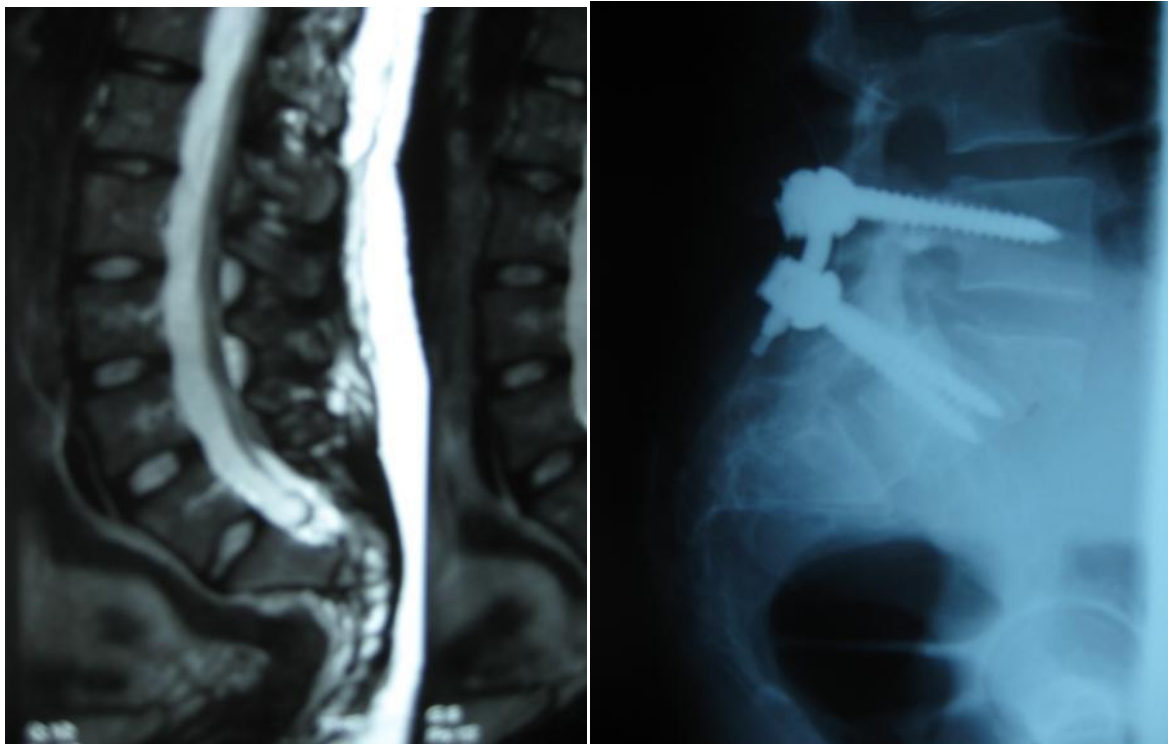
cas de la patiente vue au stade de cal vicieux : IRM pré opératoire montrant la déformation résiduelle ; radio post opératoire (OTP en L4) (collection J.Tonetti)
